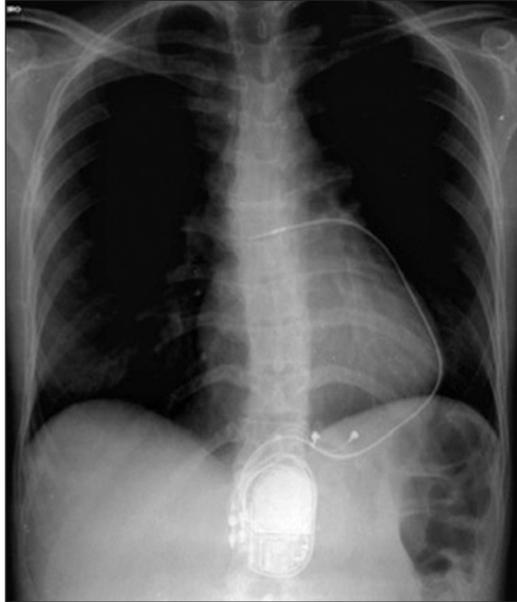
Radiografia simples de tórax realizada no dia da alta hospitalar, demonstrando o marcapasso atrioventricular epicárdico subxifoide e a ausência de complicações como hemo-tórax, pneumotórax, derrame pericárdico ou fragmentos dos cabos-eletrodos extraídos.
